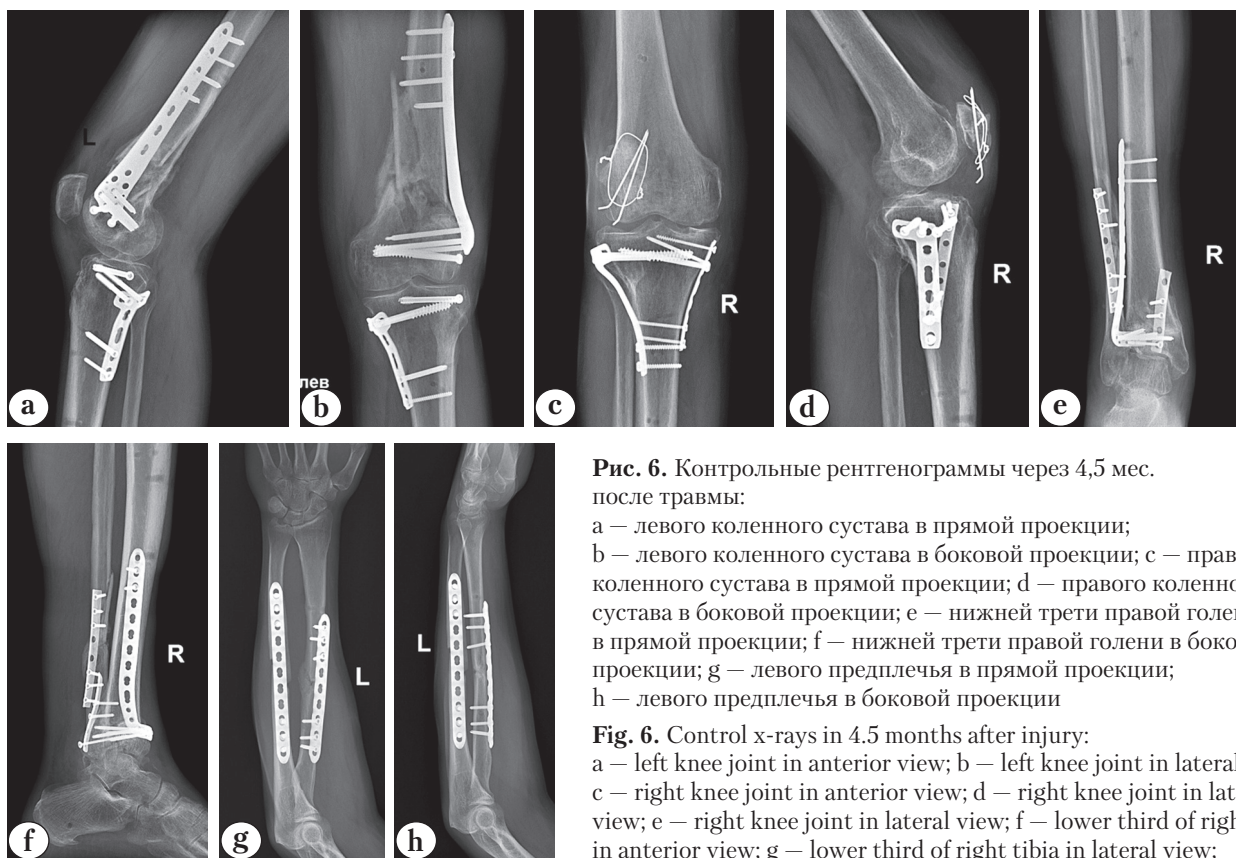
Контрольные рентгенограммы через 4,5 мес. после травмы:
